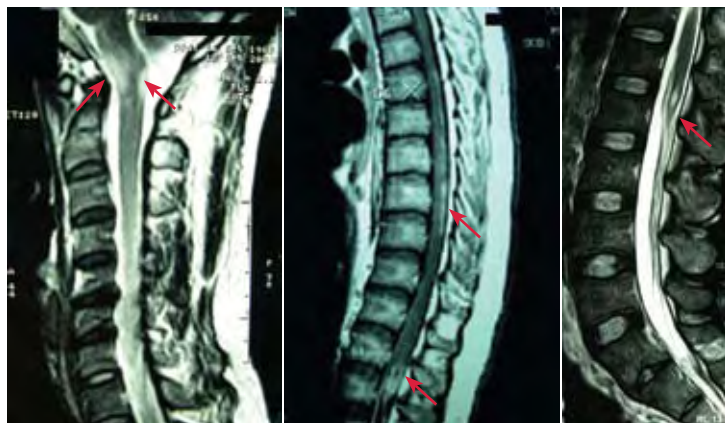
RMN da medula espinhal onde se observa dilatação difusa da medula, principalmente a nível cervical; e que, após gadolínio apresenta ganhos de sinal nodulares ao longo de toda a periferia da medula, principalmente região posterior, sendo mais extensas entre C5 e D3, entre D8 e D10 e no cone.
